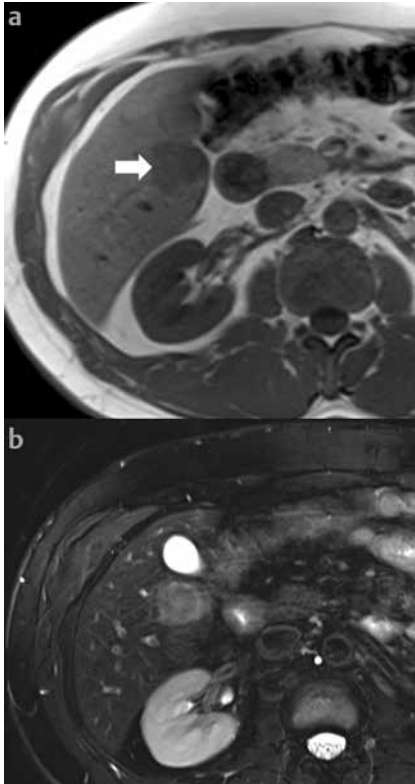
a-b Axiale Leber-MRT. T1-gewichtet (a) sowie T2-gewichtet (b). Das PECOM stellt sich T1w-hypo- (Pfeil), T2w-hyperintens zum Leberparenchym dar.
